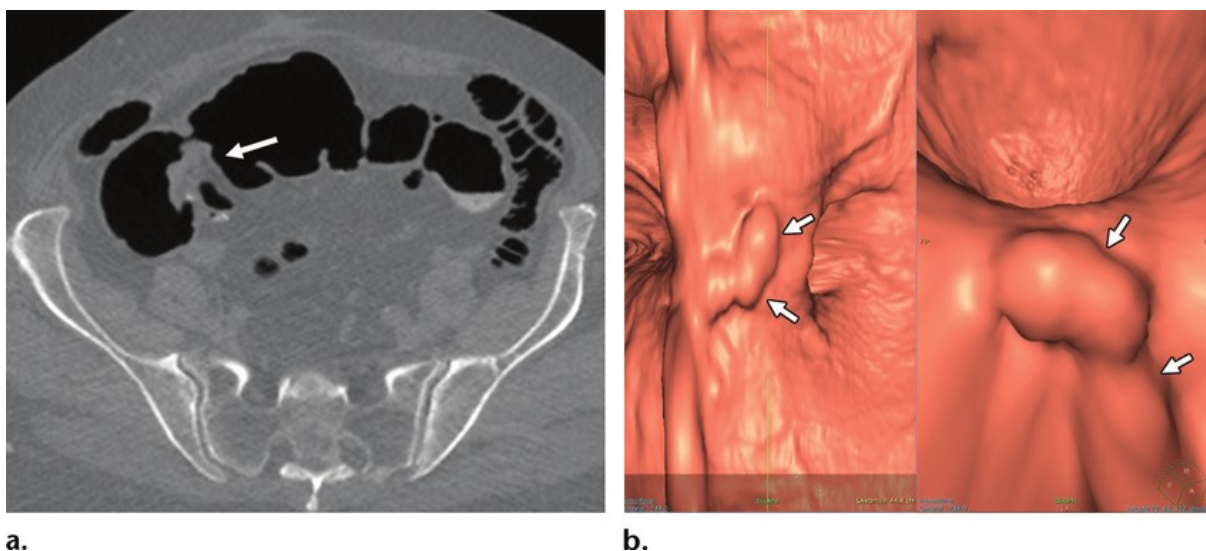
CT kolonografija, prikaz sesilnog polipa u ascendentnom kolonu u aksijalnoj i 3D endoluminalnoj projekciji. Preuzeto od: ResearchGate (22)
